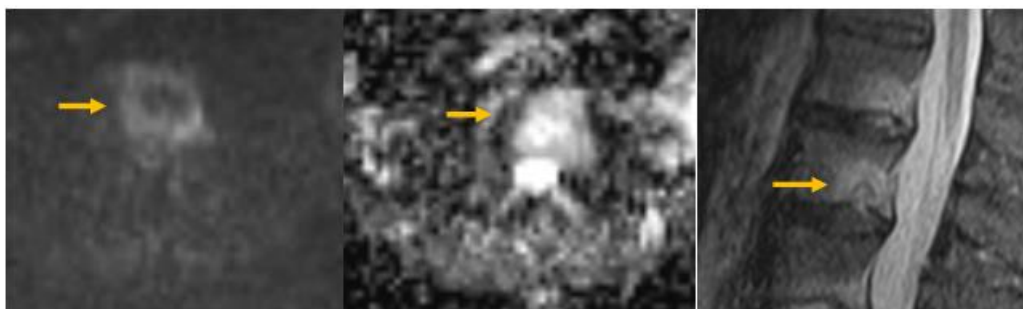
Доброкачественный процесс (узел Шморля, желтая стрелка) также может стать причиной ограничения диффузии (слева направо – ДВИ, ИКД, STIR). Клиническое наблюдение автора.
